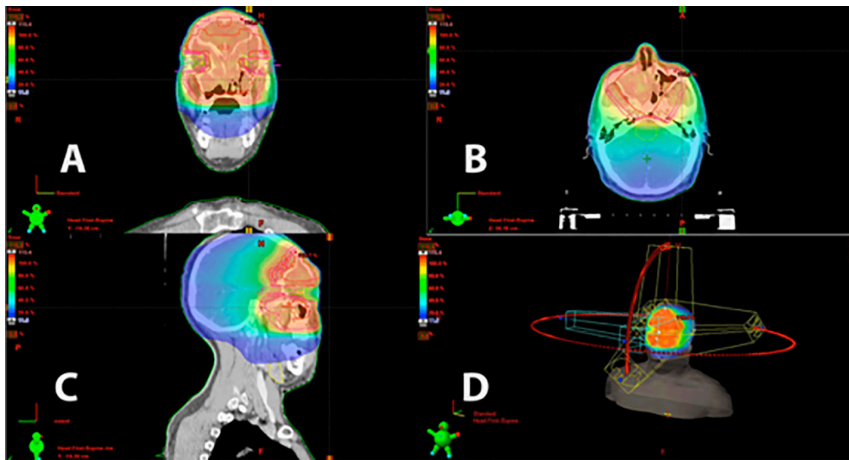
Reconstrucción anatómica en 3D de un estudio de TC para planificación dosimétrica de RT con técnicas emergentes (RAVM) en un paciente con un PI con extensión orbitaria del lado derecho. El uso de la imagen guiada 3D proporciona la planificación del tratamiento sobre el área tumoral que recibirá la correcta administración de la radiación (resaltada en rojo) y en la que además se advierten, los márgenes de seguridad que recibirán menos cantidad de radiación (demarcadas en anaranjado) y los órganos críticos entre tumor y tejido sano que no deben recibir radiación (en verde y azul). Fuente: Unidad de Otorrinolaringoendoscopia del Instituto Médico La Floresta de Caracas.
